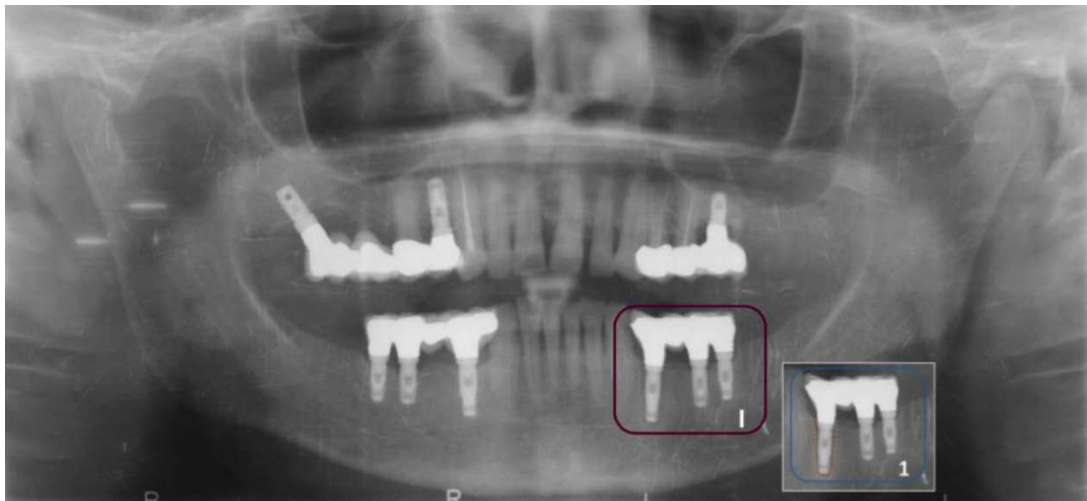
Radiografía del 22 de abril del 2009. [Fuente: Hospital Clínico San Carlos]
